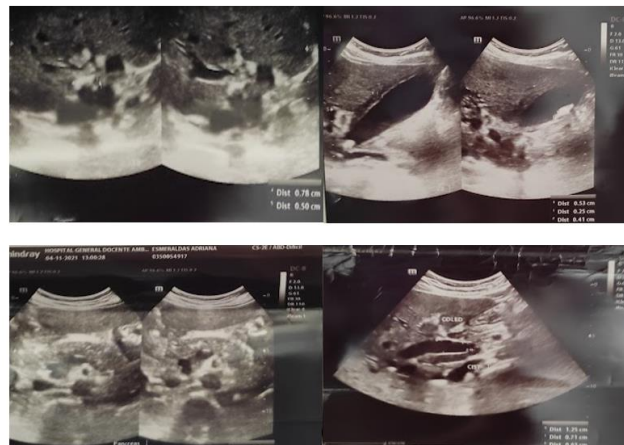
Ecografía abdominal. Nota: se evidencia vía biliar dilatada, en el colédoco se evidencia imagen compatible con lito que mide 9.3 x 4.5 mm. Vesícula biliar distendida 10 x 3.3 cm, con pared engrosada de hasta 6 mm, con edema perivesicular, en su interior varios litos móviles de entre 2 y 6 mm, así como algunos litos fijos a nivel del cuello vesicular entre 5 y 7.5. Fuente: Imagenología del Hospital Docente Ambato
